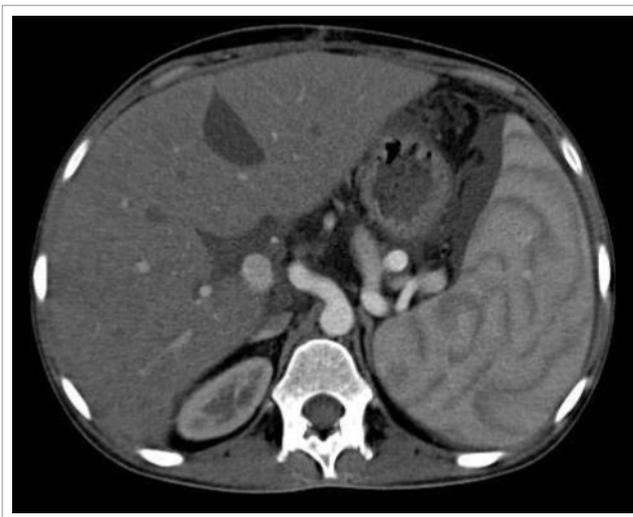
МСКТ пациентки Ч., 16.07.2008 г. Определяется расширение СА и селезеночной вены
